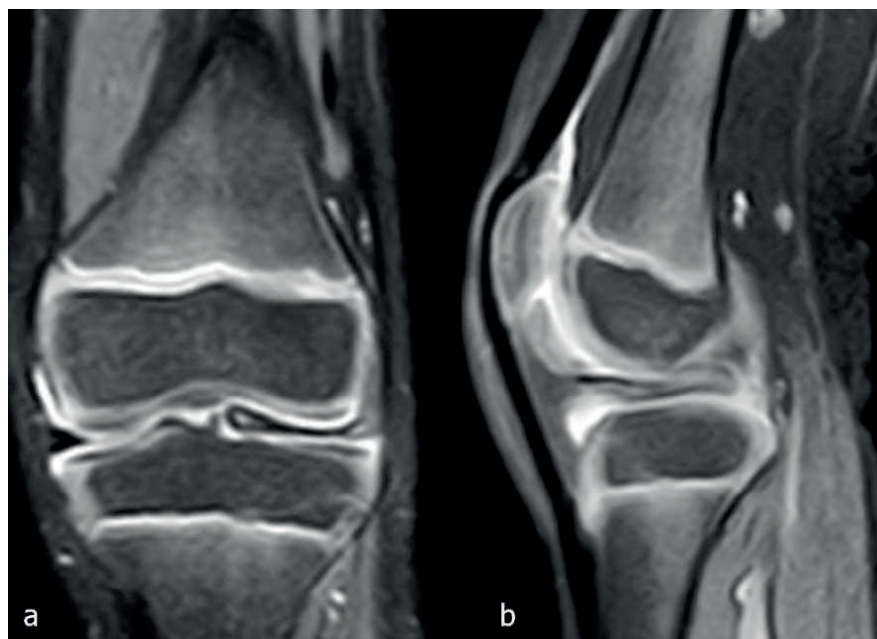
Fat-suppressed MRI of the left knee:
